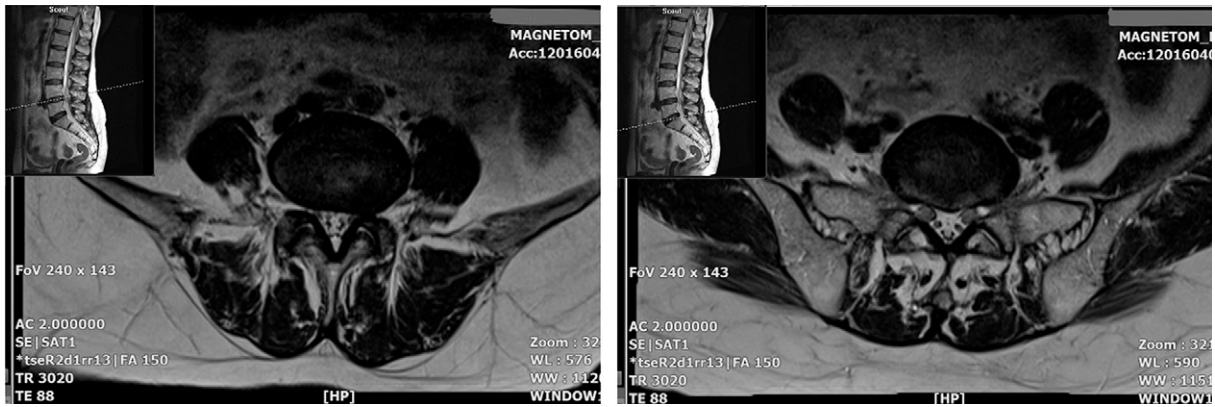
Lumbar spine MRI coronal view.
